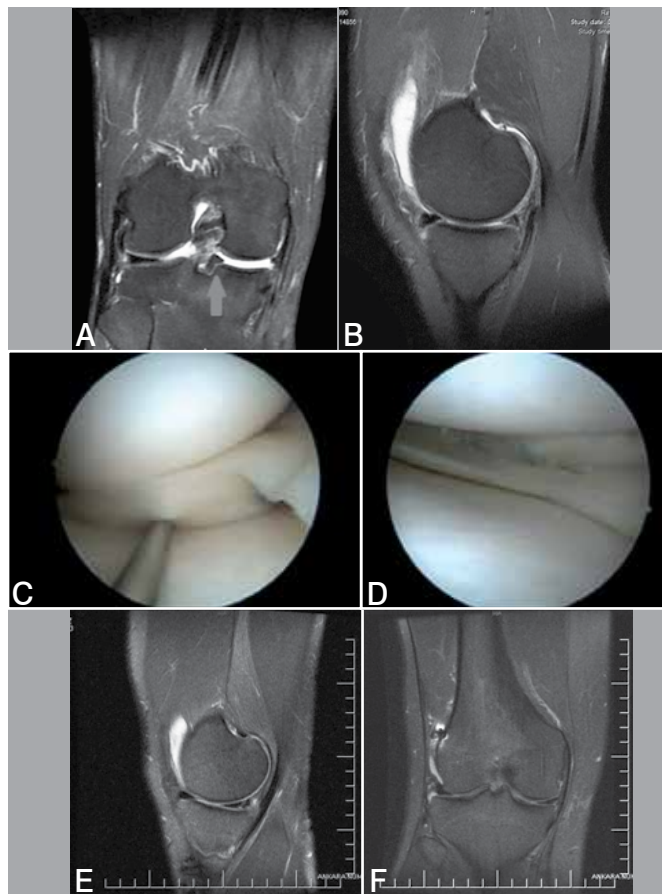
ABM deslocada associada com ruptura do LCA observada na RMN coronal (A) e sagital (B). A parte deslocada do menisco migrou para o sulco intercondilar e está indicada pela seta (A). A ruptura deslocada foi visualizada na artroscopia (C). A ruptura posterior meniscal tear foi suturada pela técnica all-inside com duas 2 suturas. A parte medial da ruptura foi suturada pela técnica dentro-para-fora (D). O menisco reparado foi quase totalmente curado na avaliação pós-operatória aos 26 meses nas imagens de RMN sagital e coronal (E, F).
